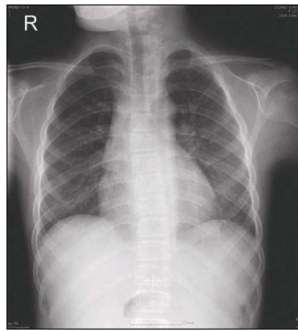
Chest PA radiograph
